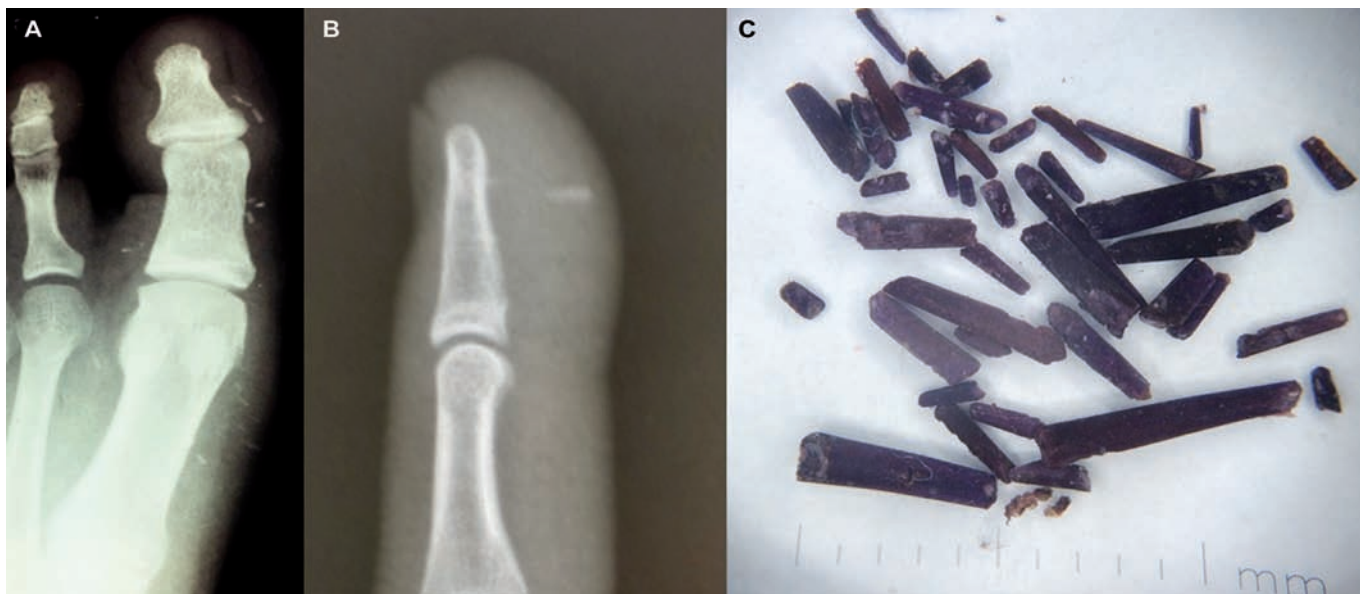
(A) Radiografia em AP do hálux esquerdo; (B) Radiografia em perfil do 2º dedo da mão direita – As radiografias demonstram múltiplos focos densos lineares nas partes moles, caracterizando a variação da profundidade e múltiplos ângulos de entrada das espículas; (C) Espículas extraídas do paciente.
